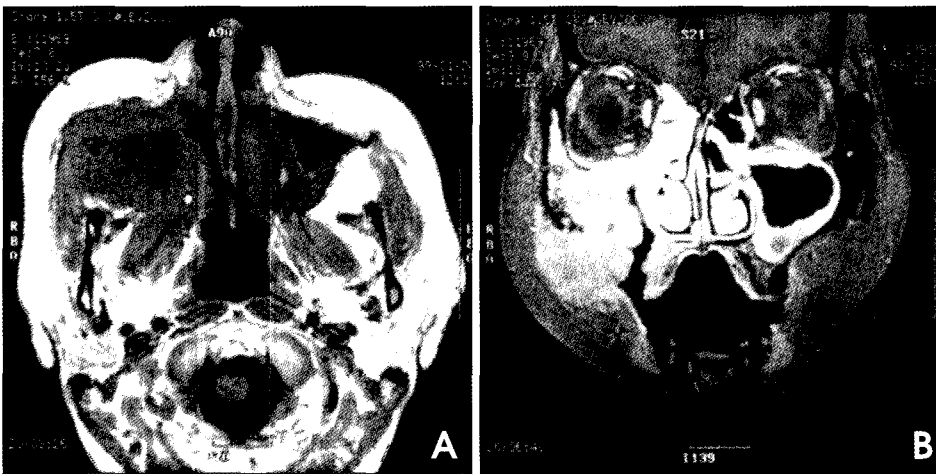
A. T1-weight MR image of 5 months after the first visit to our hospital (3 months after the operation at our hospital), It shows that the lesion still apparently extend on the previous operation area. B. Contrast enhanced T1-weighted MR image of 5 months follow-up (3 months after operation), shows diffuse enhancement on the lesion.
